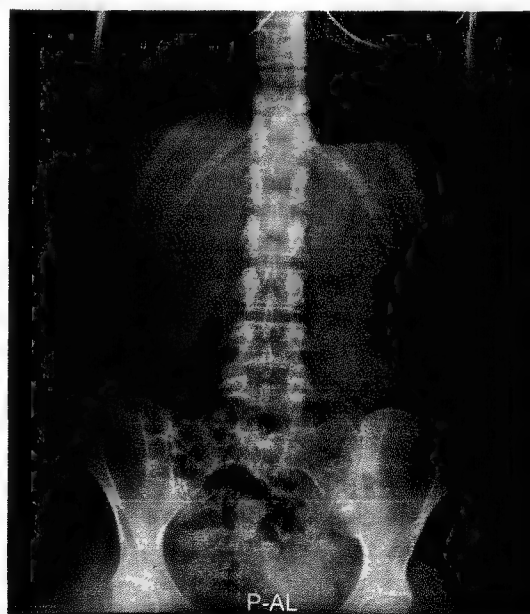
Radiografie abdominală simplă. Aspect normal.
